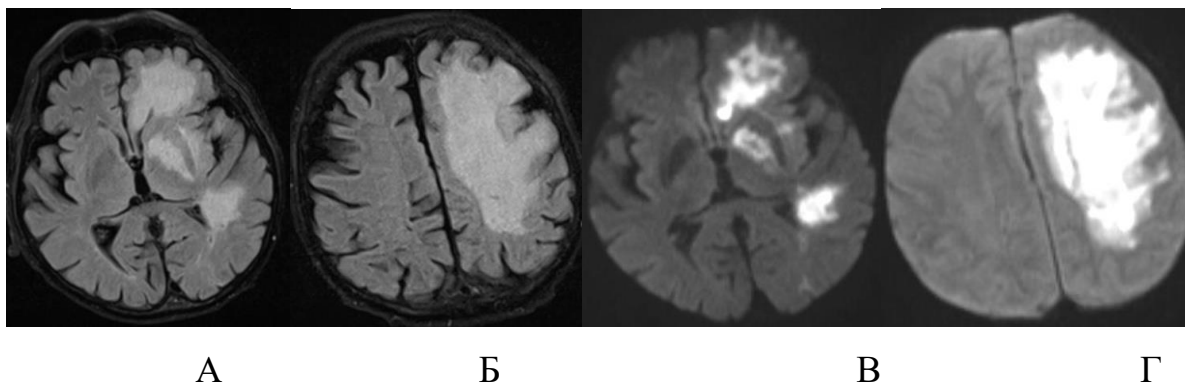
Пациент Н., 59 лет, умерший (И/б 26991). На секции: крупноочаговый полиомавирусный лейкоэнцефалит некротического типа с преимущественным поражением белого вещества левого полушария головного мозга. Отек-набухание ткани головного мозга. На МРТ выявляется сливное асимметричное поражение белого вещества левой гемисферы с вовлечением U-волокон. А,Б – FLAIR, В,Г – ДВИ
